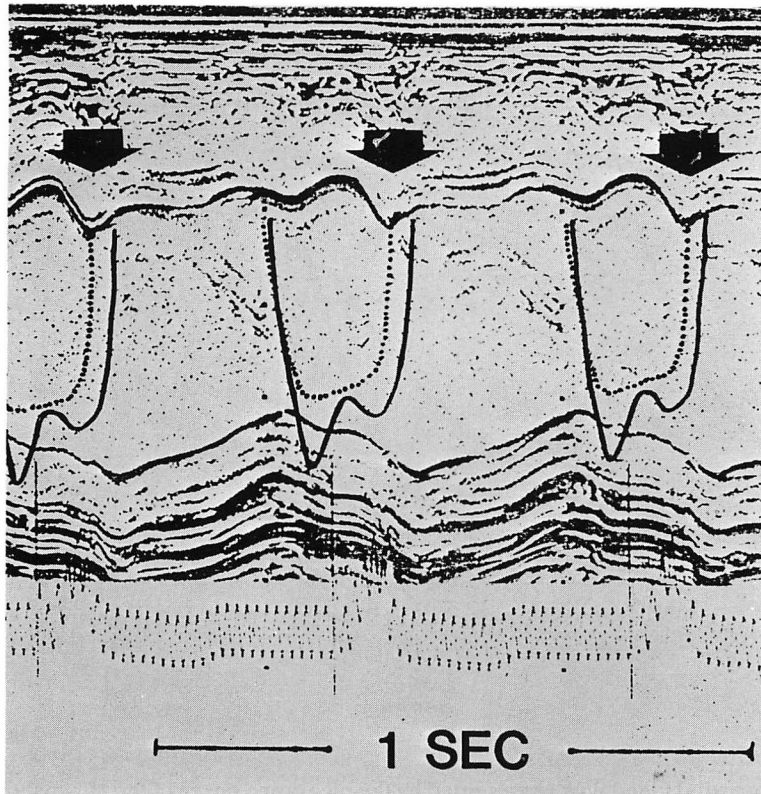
Intramyocardial pressure in the interventricular septum (dotted line), left ventricular pressure (solid line) and an M-mode echocardiogram during right ventricular pacing.
